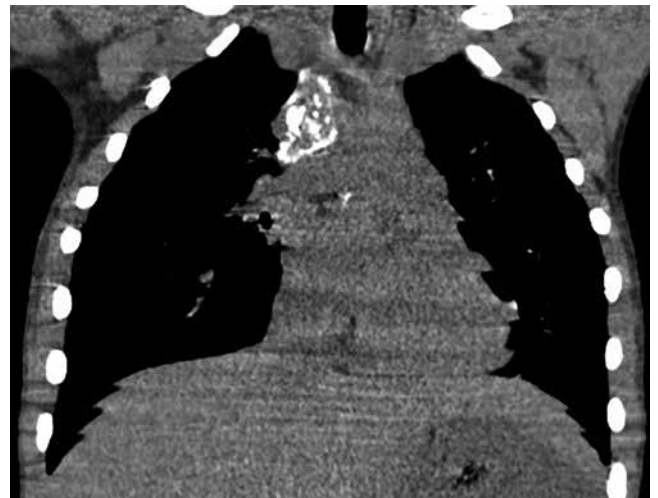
Пациент Е., 5 лет. КТ ОГК при поступлении (фронтальная проекция, мягкотканное окно): массивный неравномерно обызвествленный конгломерат лимфатических узлов паратрахеальной и трахеобронхиальной групп справа размером $20 \times 19 \times 30$ мм
